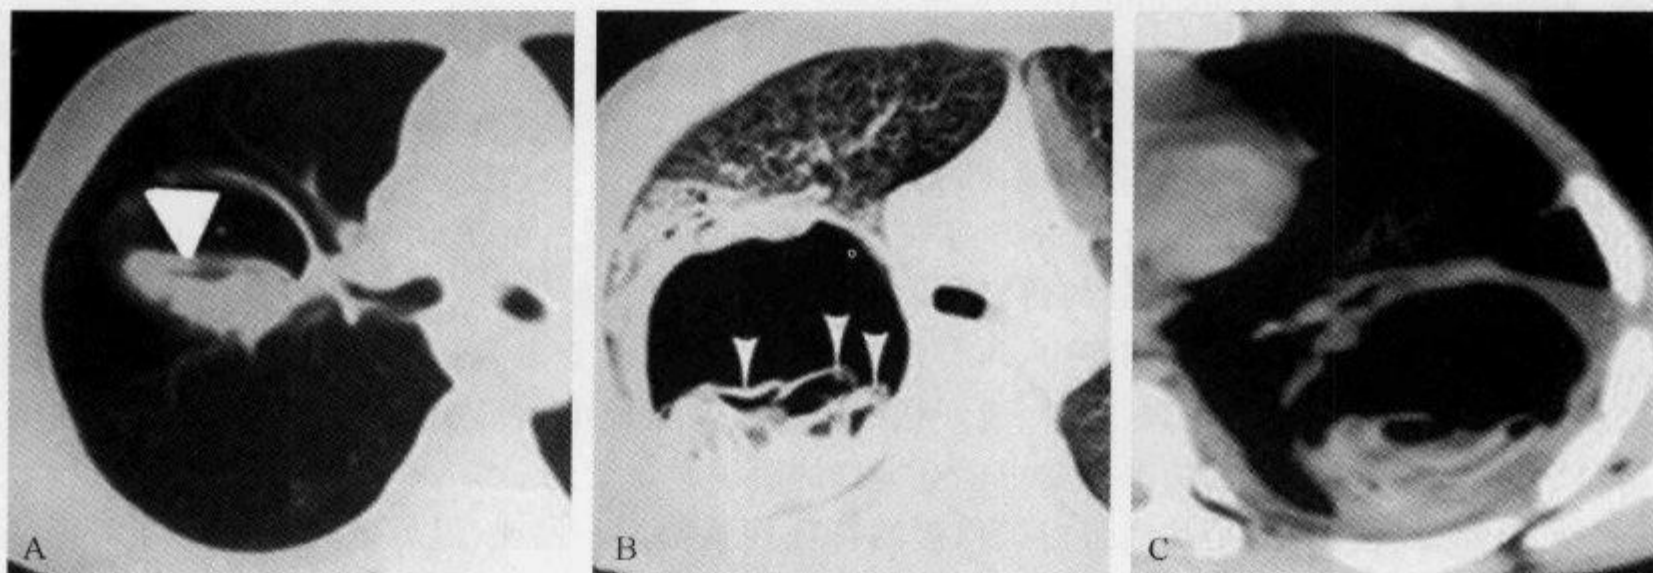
肺棘球蚴囊肿破裂,胸部 CT 扫描显示“水上浮莲征”(箭)
